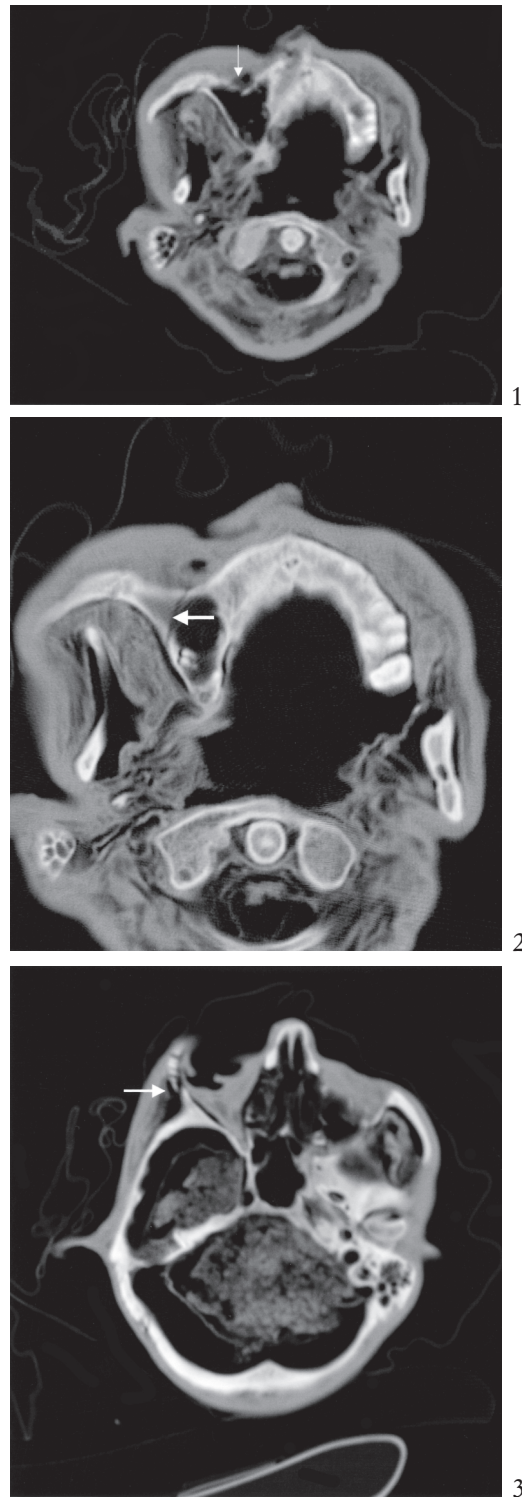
Computertomographie (CT) des Gesichtschädels der Mumie aus den Öztaler Alpen. 1 Kompressionsfraktur an der Vorderwand der rechten Kieferhöhle. 2 Frakturspalt in der Seitenwand der rechten Kieferhöhle. 3 Fraktur der Seitenwand der rechten Augenhöhle mit gesprengter Naht zwischen Jochbein und Stirnbein.
